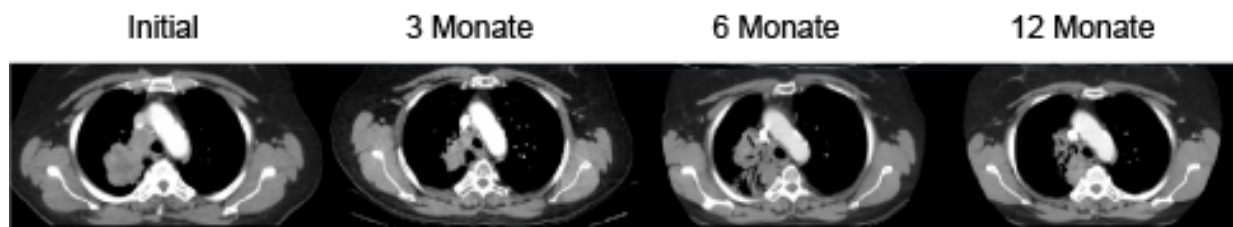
Patient 9; CT-Verlauf; eine Rückbildung des Primarius ist im 3. Monatsintervall noch erkennbar, ab dem 6. Monatsintervall wird die Darstellung bereits durch die RILT überlagert.
